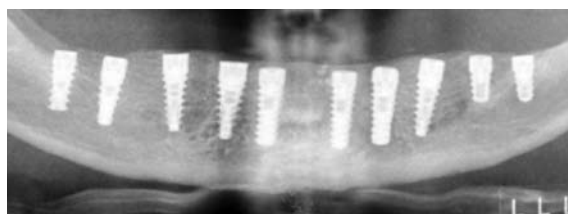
Radiografia imediat postoperatorie a pacientei
